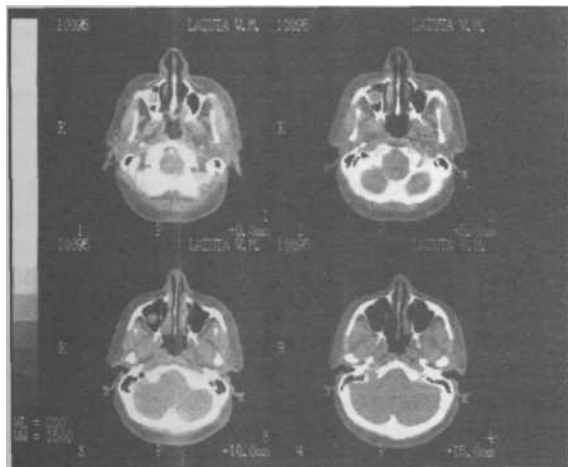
Компьютерная томограмма больной с одонтогенной кистой верхнечелюстной пазухи.
